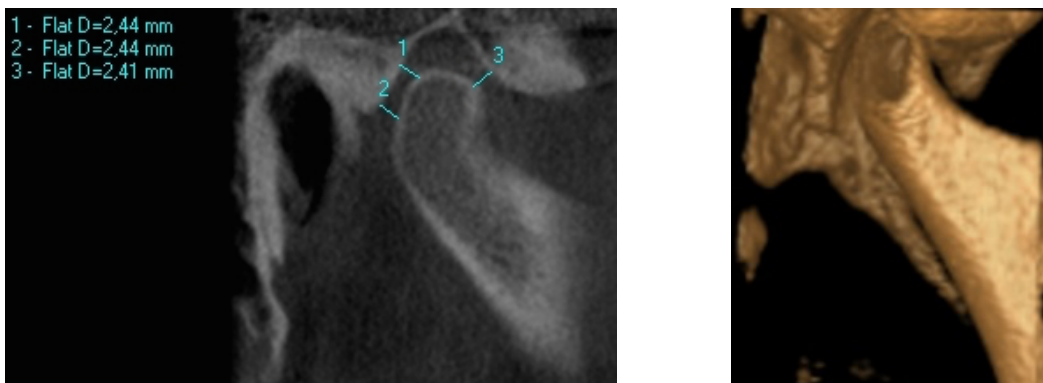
Evaluarea radiologică a ATM ajutorul tomografiei computerizate cu fascicol conic
